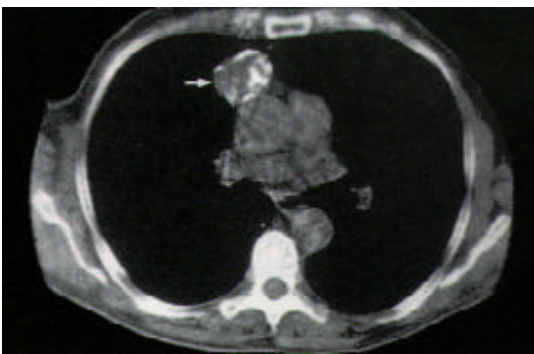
Aspecto de un timoma en la TC.
